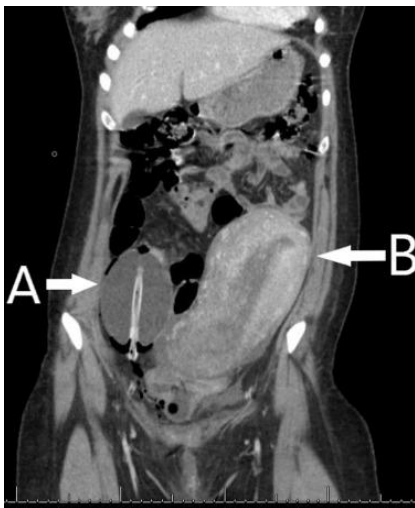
TC de abdomen y pelvis que muestra el globo (A) adyacente al útero (B)
